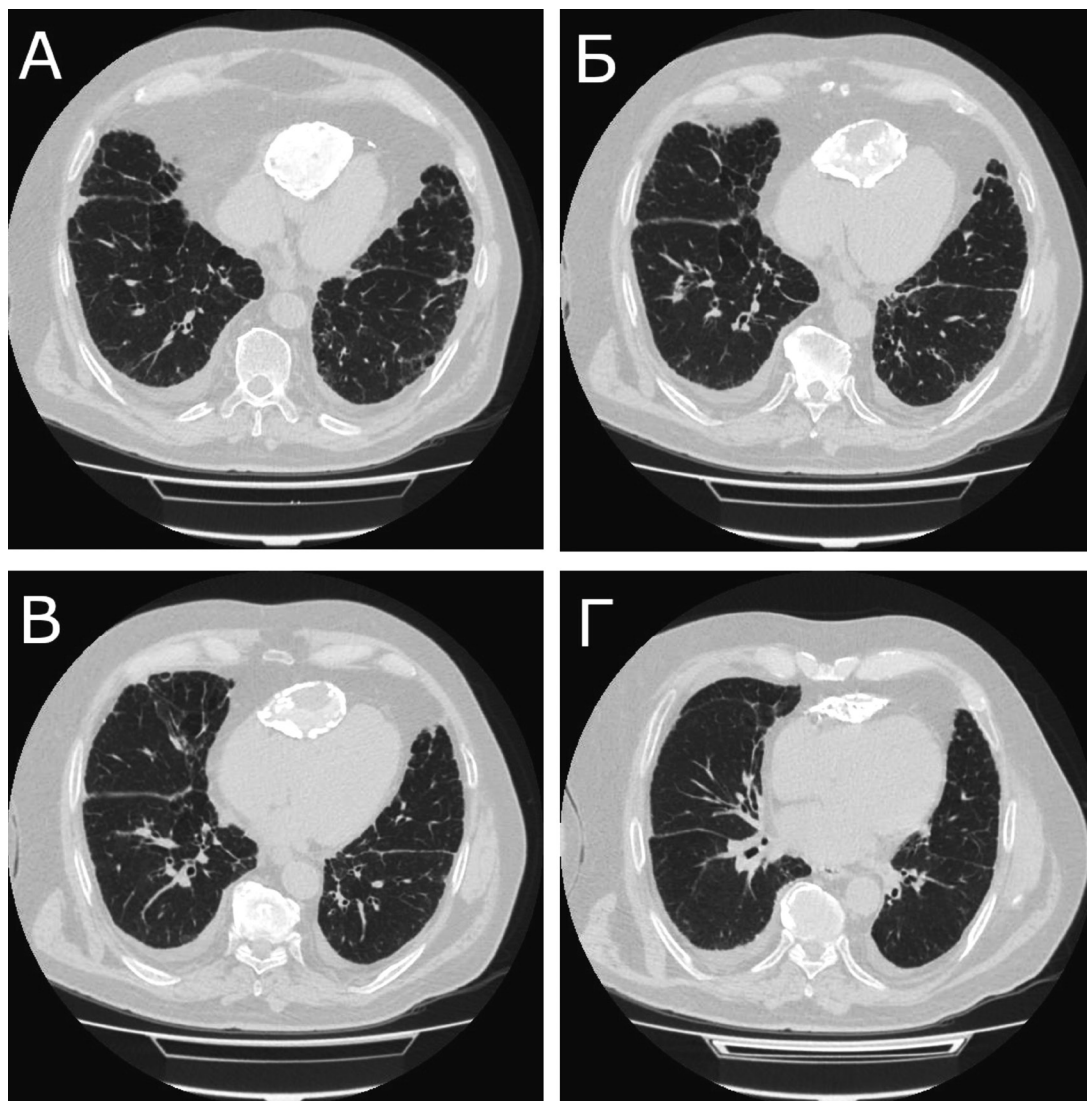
КТ-сканы грудной клетки: поперечные срезы (А–Г) демонстрируют объемное образование переднего средостения, сдавливающее правый желудочек сердца
